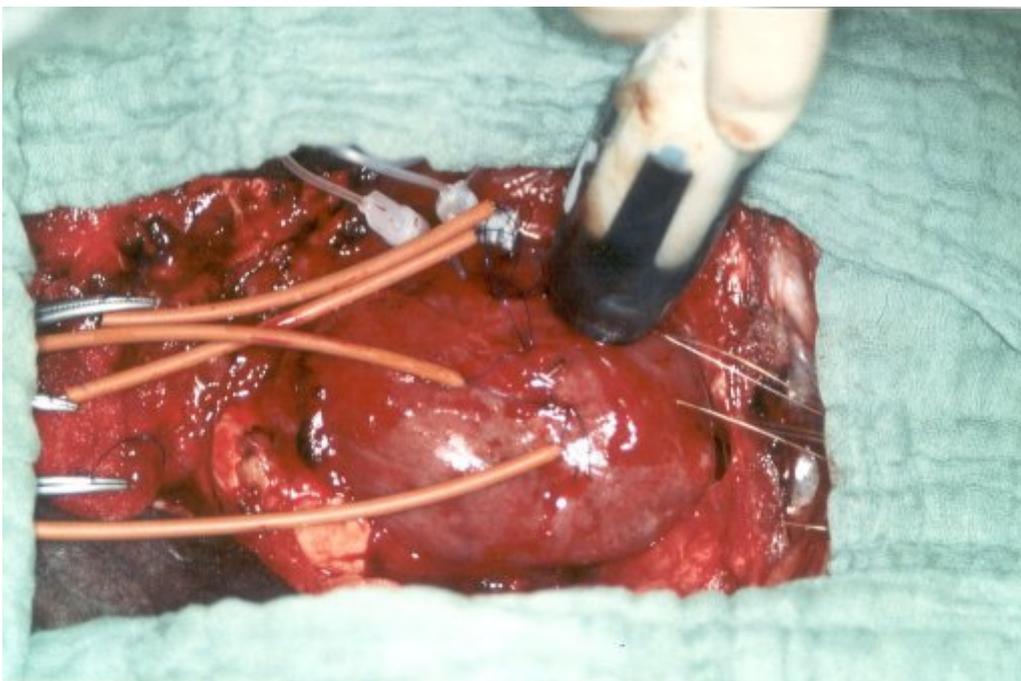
sonographische Kontrolle der Sondentiefe im Myokard
